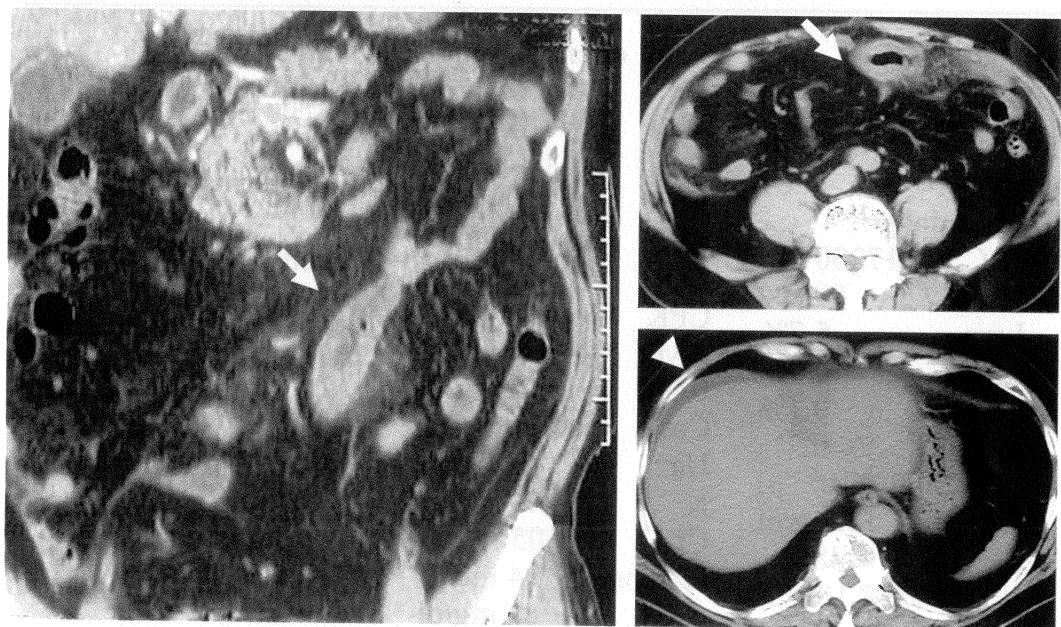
Abdominal computed tomography depicted segment of thickened ileum and small amount of ascites below the diaphragm.
